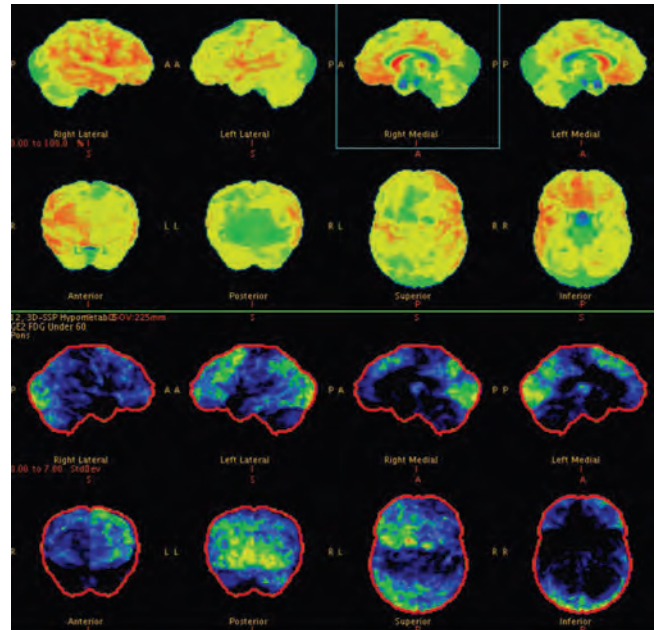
ПЭТ с [18F]-ФДГ пациентки Ф., 23 года (59-е сут от начала заболевания). Признаки гипометаболизма глюкозы в области ассоциативной коры левой лобной доли, в ассоциативной и медиальной коре обеих теменных долей, ассоциативной коре затылочных долей и медиофронтальной коре левого полушария
